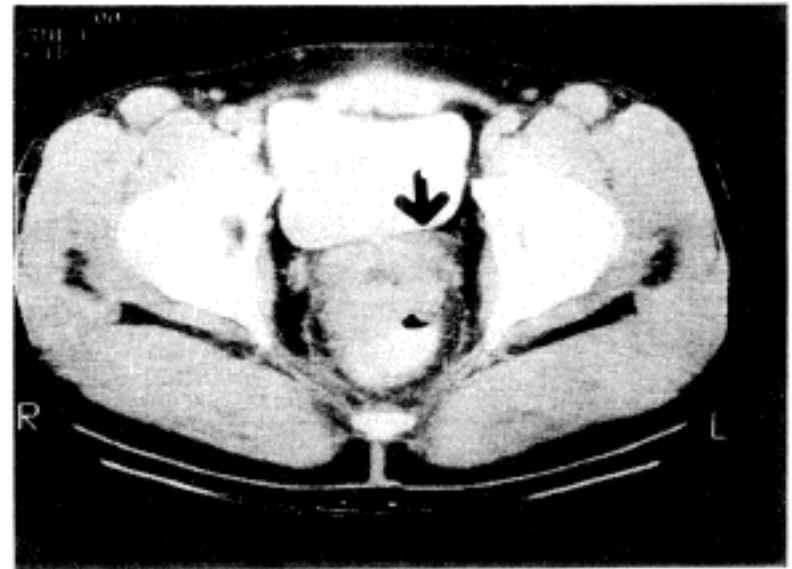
CT scan shows tumor mass invading left seminal vesicle(Arrow).
